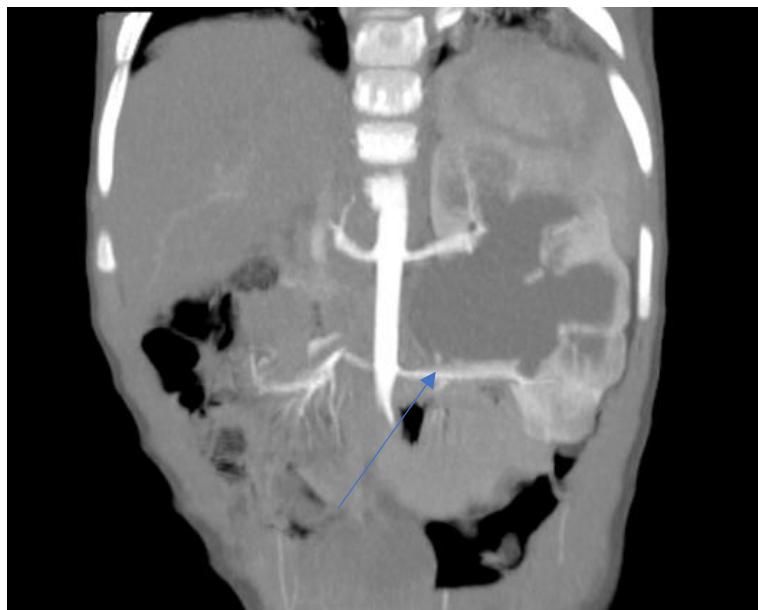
Мультиспиральная компьютерная томография, сосудистая фаза. Стрелка указывает на aberrantную нижнеполюсную артерию, которая отходит собственным стволом от аорты
